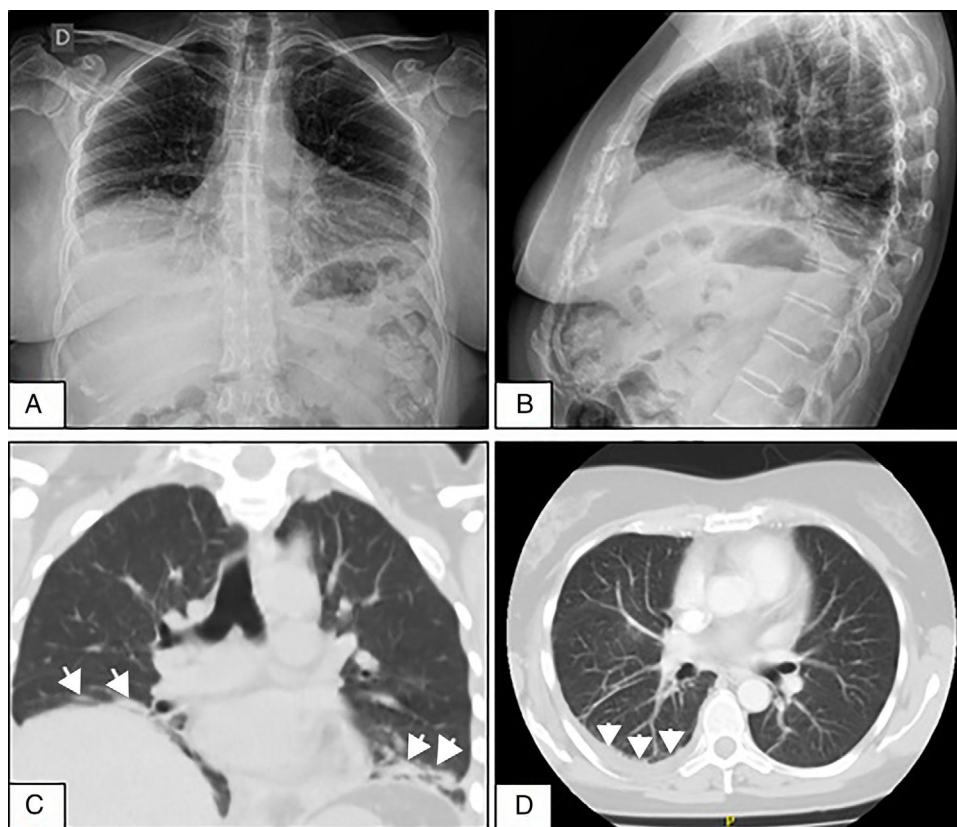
A y B. Radiografías de tórax de frente y perfil que evidencian elevación de ambos hemidiafragmas y atelectasias laminares bibasales. C. Corte coronal de tomografía de tórax sin contraste que demuestra elevación diafragmática y atelectasias subsegmentarias (flechas) en ambas bases pulmonares. D. Tomografía axial computarizada de tórax con contraste que muestra derrame pleural escaso en la base pulmonar derecha (flechas).
